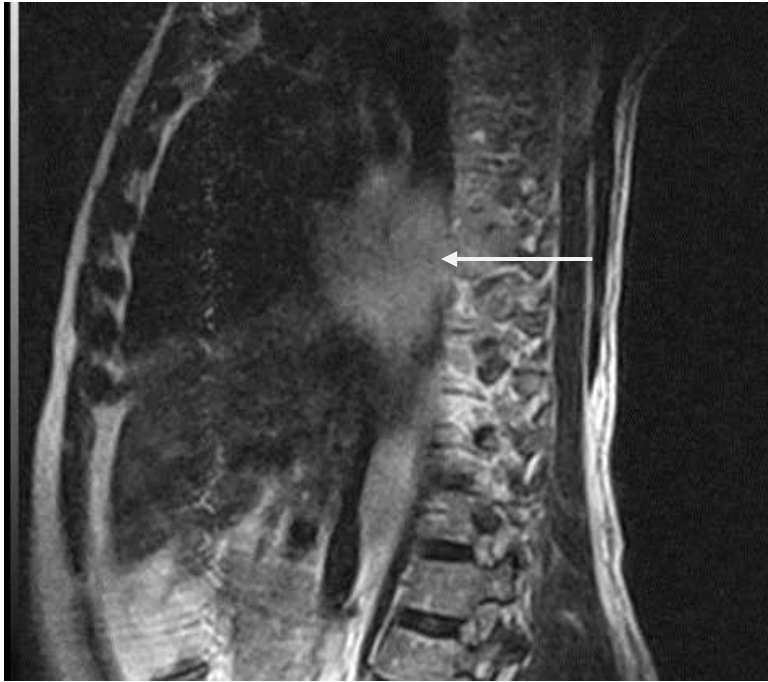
RMN de columna dorsal. Obsérvese infiltrado de forma difusa tumoral con extensión a la médula espinal y lesiones líticas de cuerpos vertebrales D4 y D5
